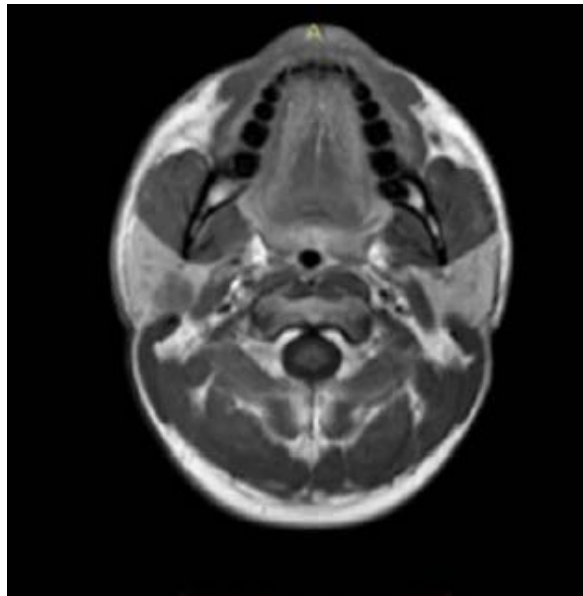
Coupe IRM axiale en séquence T1 non injectée d'adénome pléomorphe de la parotide gauche. (36)
